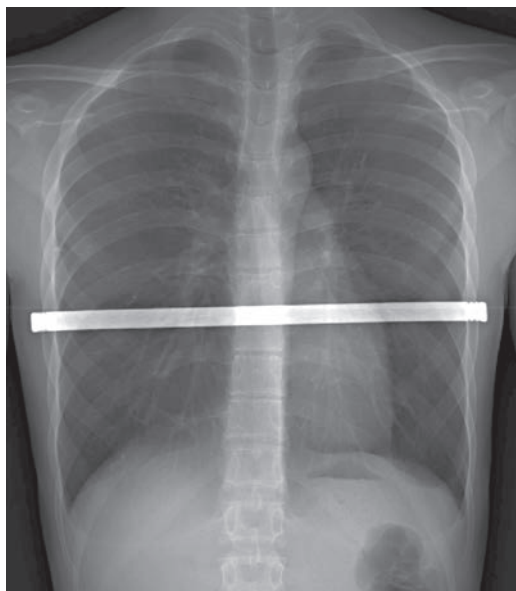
Röntgenbild nach Bügeleinlage
